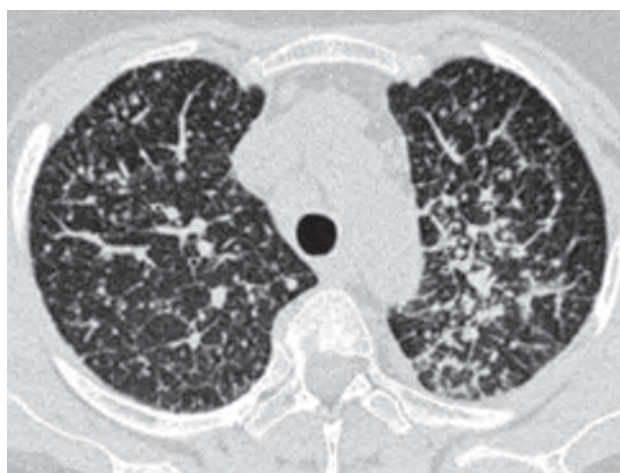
Компьютерная томография высокого разрешения. Диффузное утолщение междольковых перегородок с перилимфатическими очагами в них. Метастазы рака молочной железы в легкие
